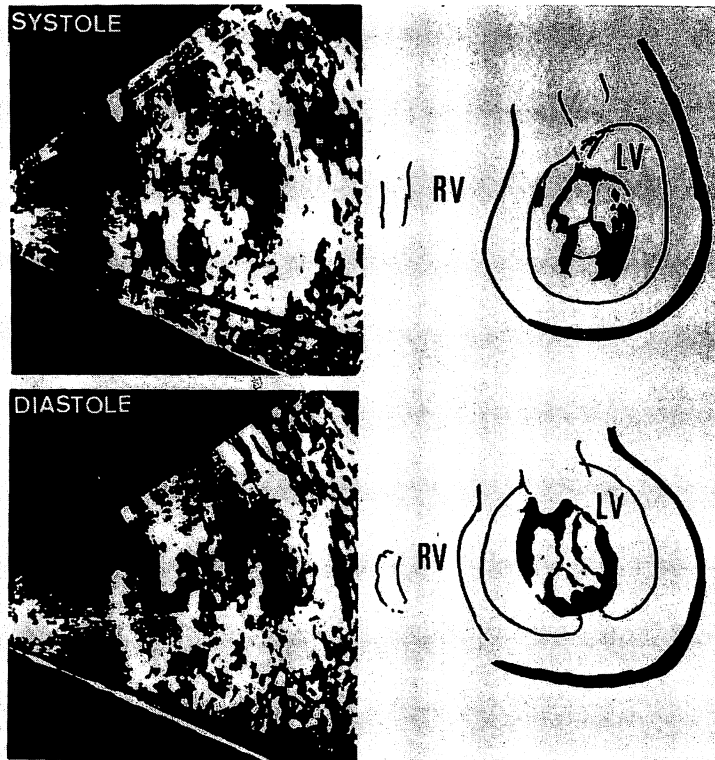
Short-axis cross-sectional echocardiogram of the normally functioning stent mounted aortic heterograft (Hancock valve) in mitral position.
